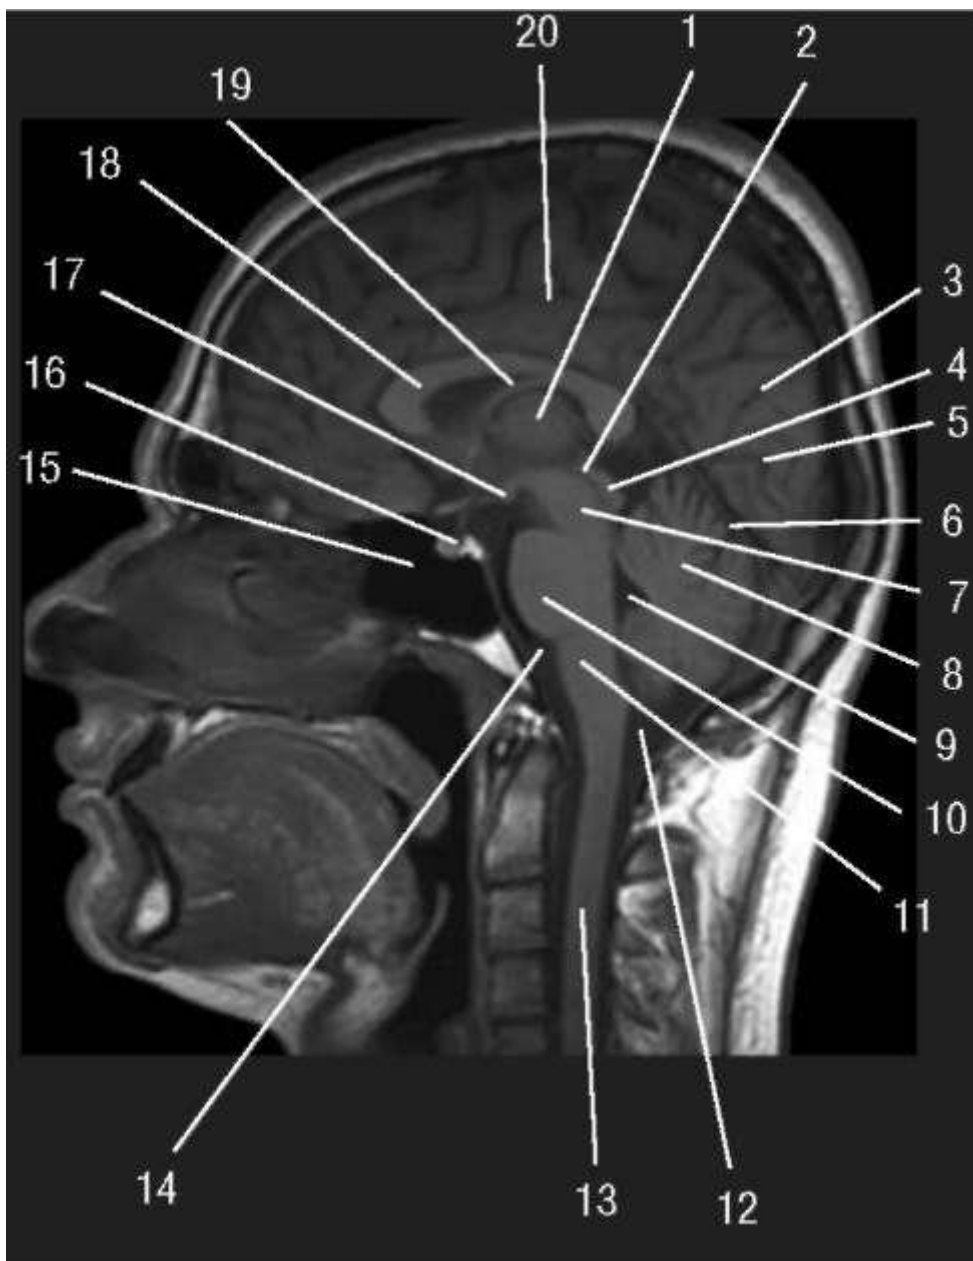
Магнитно-резонансная томограмма головного мозга в срединной плоскости (^-взвешенное изображение): 1 - *thalamus*; 2 - *aqueductus cerebri*; 3 - *s. parietooccipitalis*; 4 - *lamina tecti*; 5 - *s. calcarinus*; 6 - *tentorium cerebelli*; 7 - *pedunculus cerebri*; 8 - *cerebellum*; 9 - *ventriculus quartus*; 10 - *pons*; 11 - *medulla*
